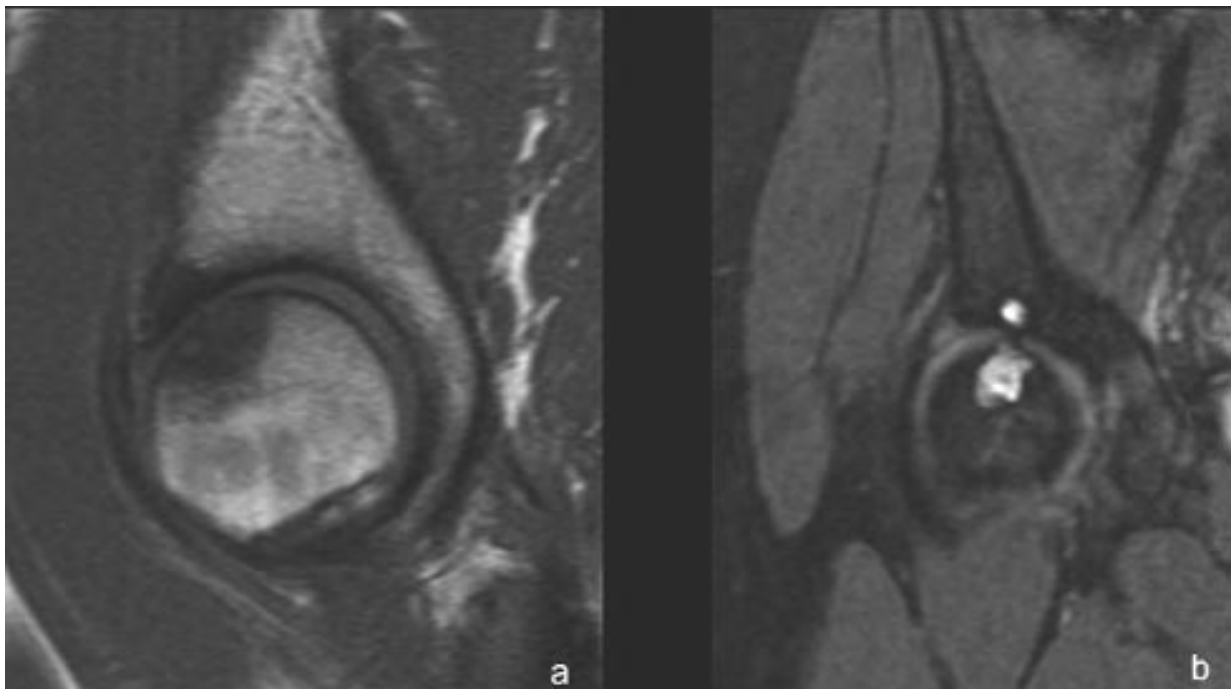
Atteinte dégénérative typique en IRM. Lésions géodiques en miroir de topographie antéro-supérieure visibles en sagittal T1 (a) et coronal T2 en écho de gradient (b). Le pincement de l'interligne est particulièrement visible en sagittal.
